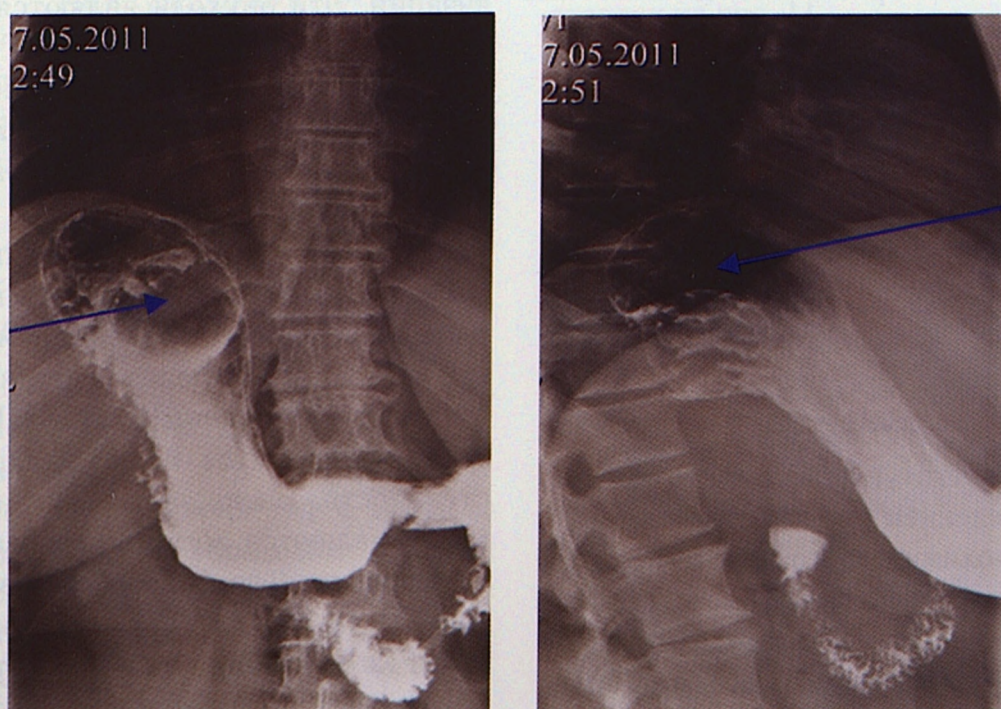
Рентгенограмма брюшной полости. ГИСО фундального отдела (обозначены стрелками)
